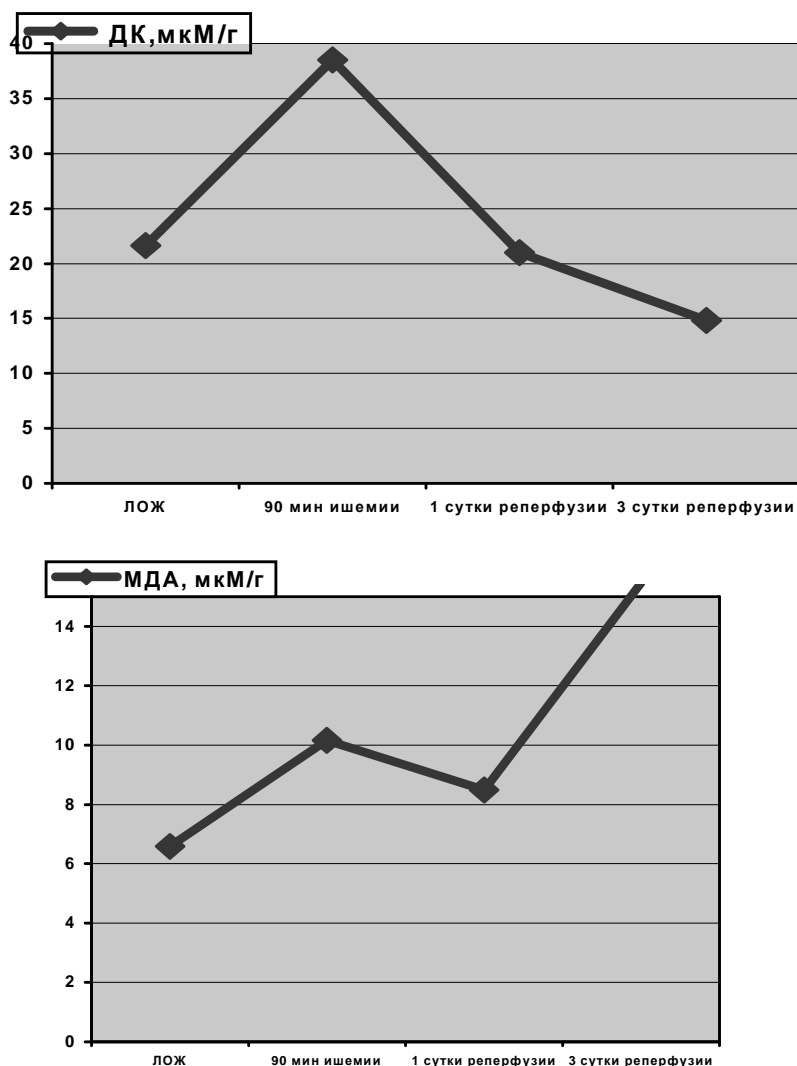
Содержание ДК и МДА в гомогенатах ишемизированного мозга и на фоне его реперфузии
